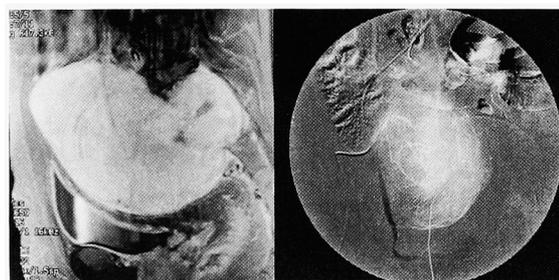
Case 1. MRI shows a giant mass anterior to the sacrum (A). Angiography shows hypervascular tumor (B).
